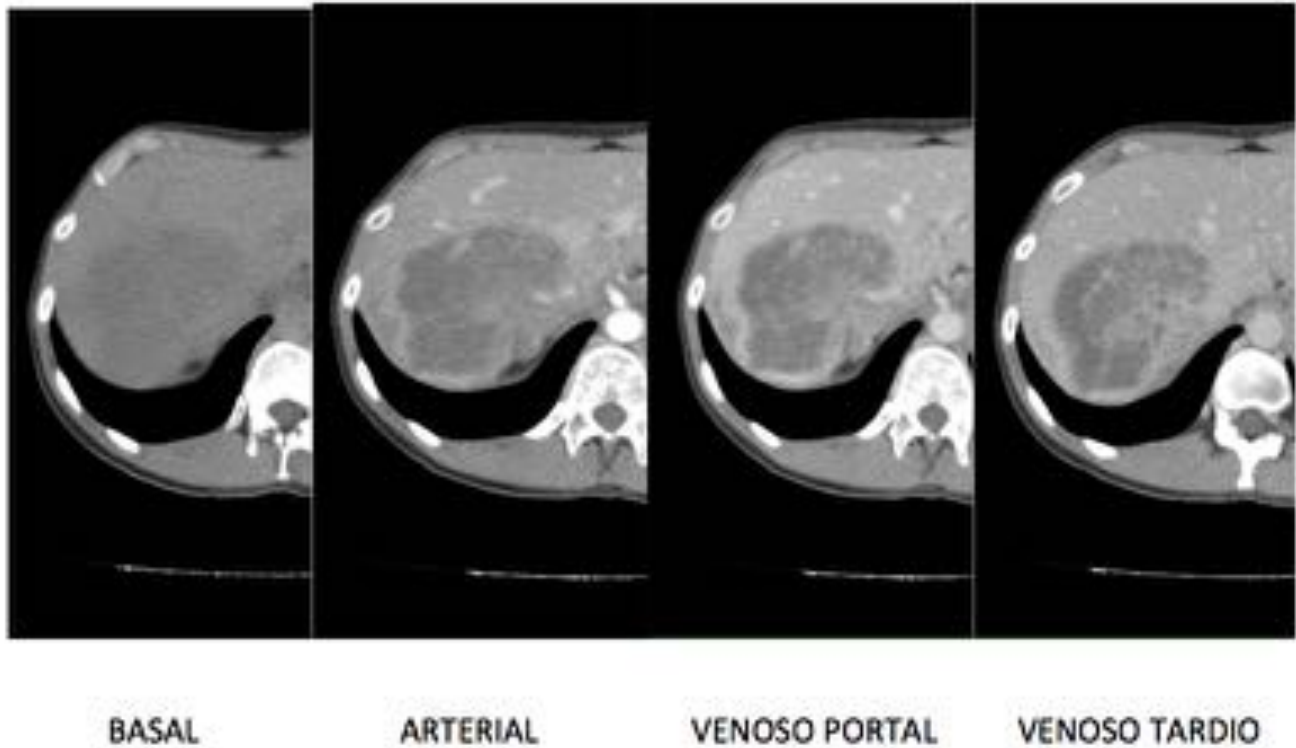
Varón de 57 años, cirrosis enólica con aumento de AFP. TC abdomino-pélvico basal sin contraste y con contraste EV trifásico. Masa hipodensa que ocupa gran parte del lóbulo hepático izquierdo con mínimo realce periférico en fase venosa portal. Esta masa rodea a una pequeña rama de la arteria hepática izquierda. Se acompaña de dilatación y realce de la pared de algunos canaliculos biliares. Hallazgos en relación con colangiocarcinoma intrahepático formador de masa.
